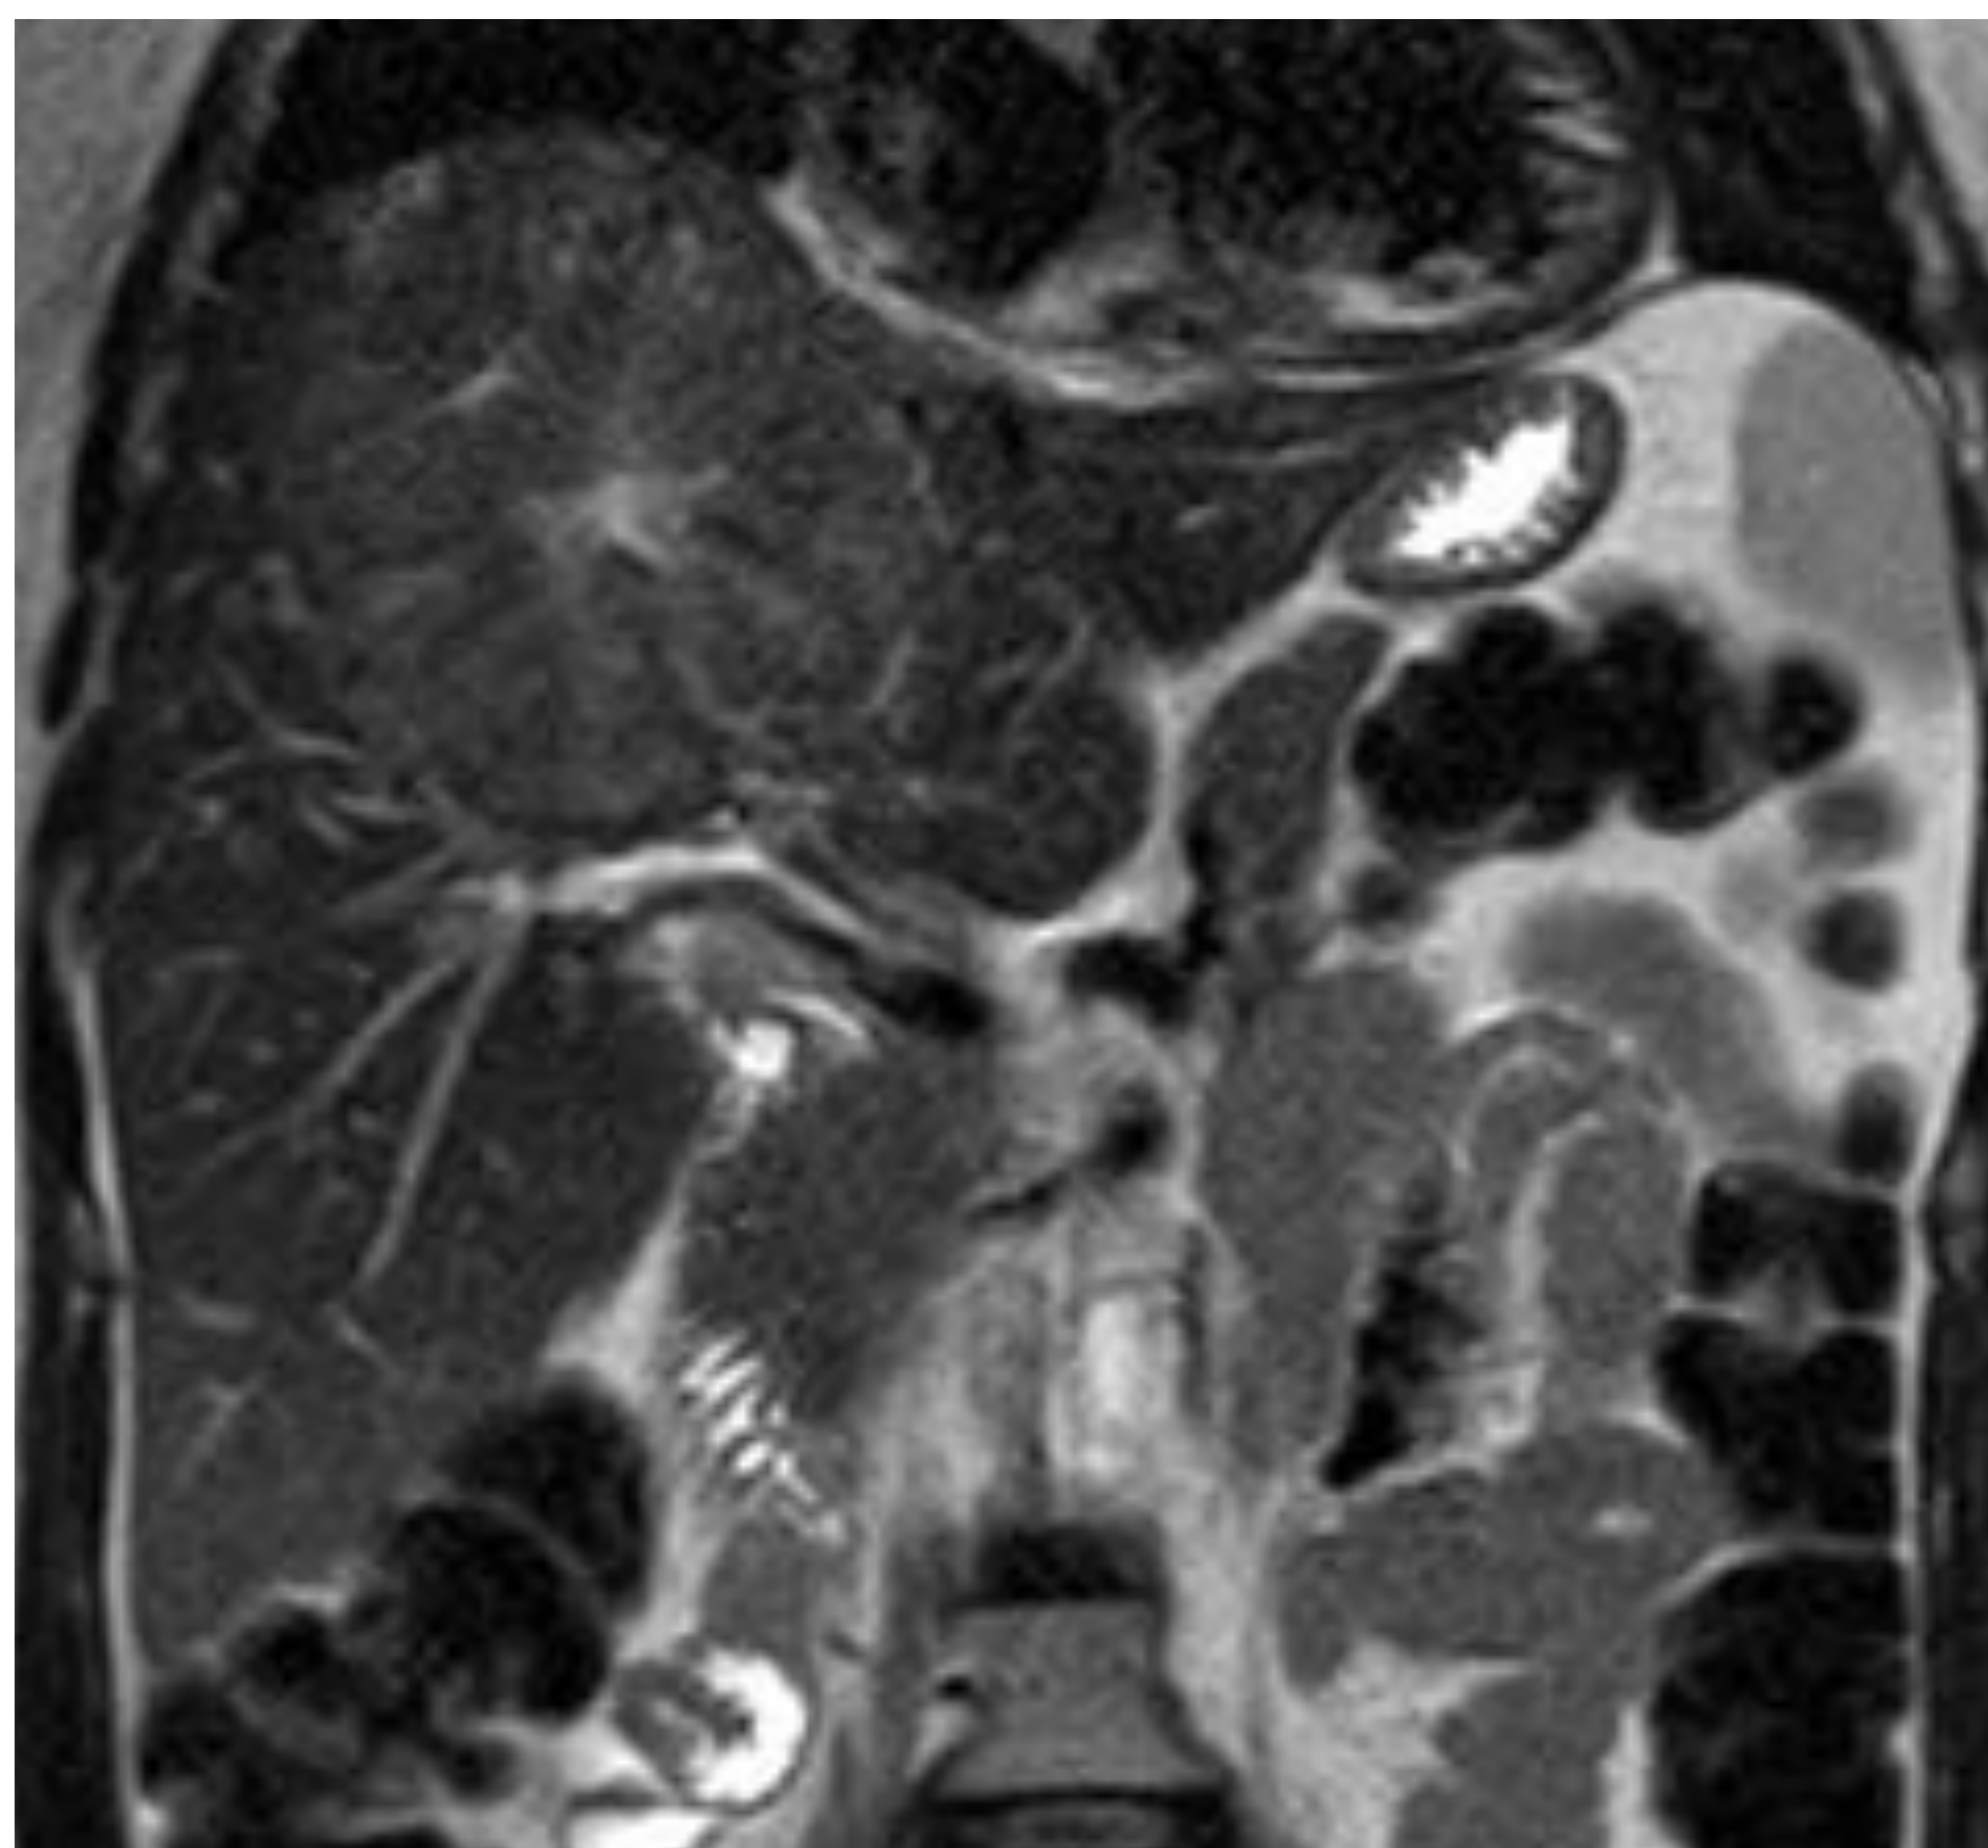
RM de abdomen, secuencia T2. Reconstrucción coronal. Lesión focal hepática de bordes parcialmente bien definidos, isointensa respecto al parénquima, con cicatriz central hiperintensa.
